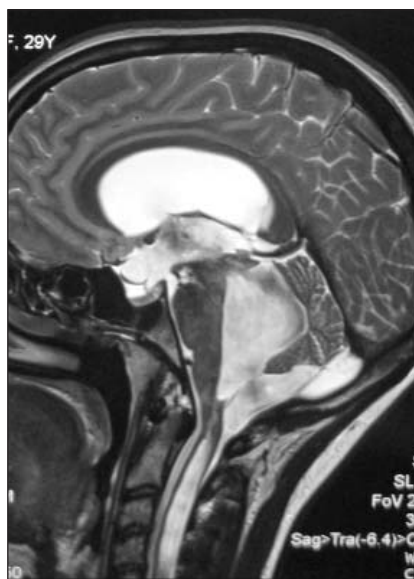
Предоперационная МРТ (режим T2, сагиттальный срез). Различия интенсивности МР-сигнала от желудочкового ликвора в боковом и III желудочках, а также в кистозно-расширенном IV желудочке и кисте задней черепной ямки связаны с турбулентным движением ликвора
